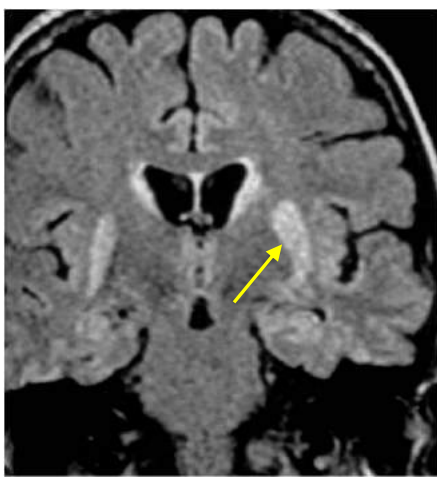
/. IRM en séquence FLAIR coupes coronales et axiales, montrant l'hyper signal en crosse de hockey (flèches).
